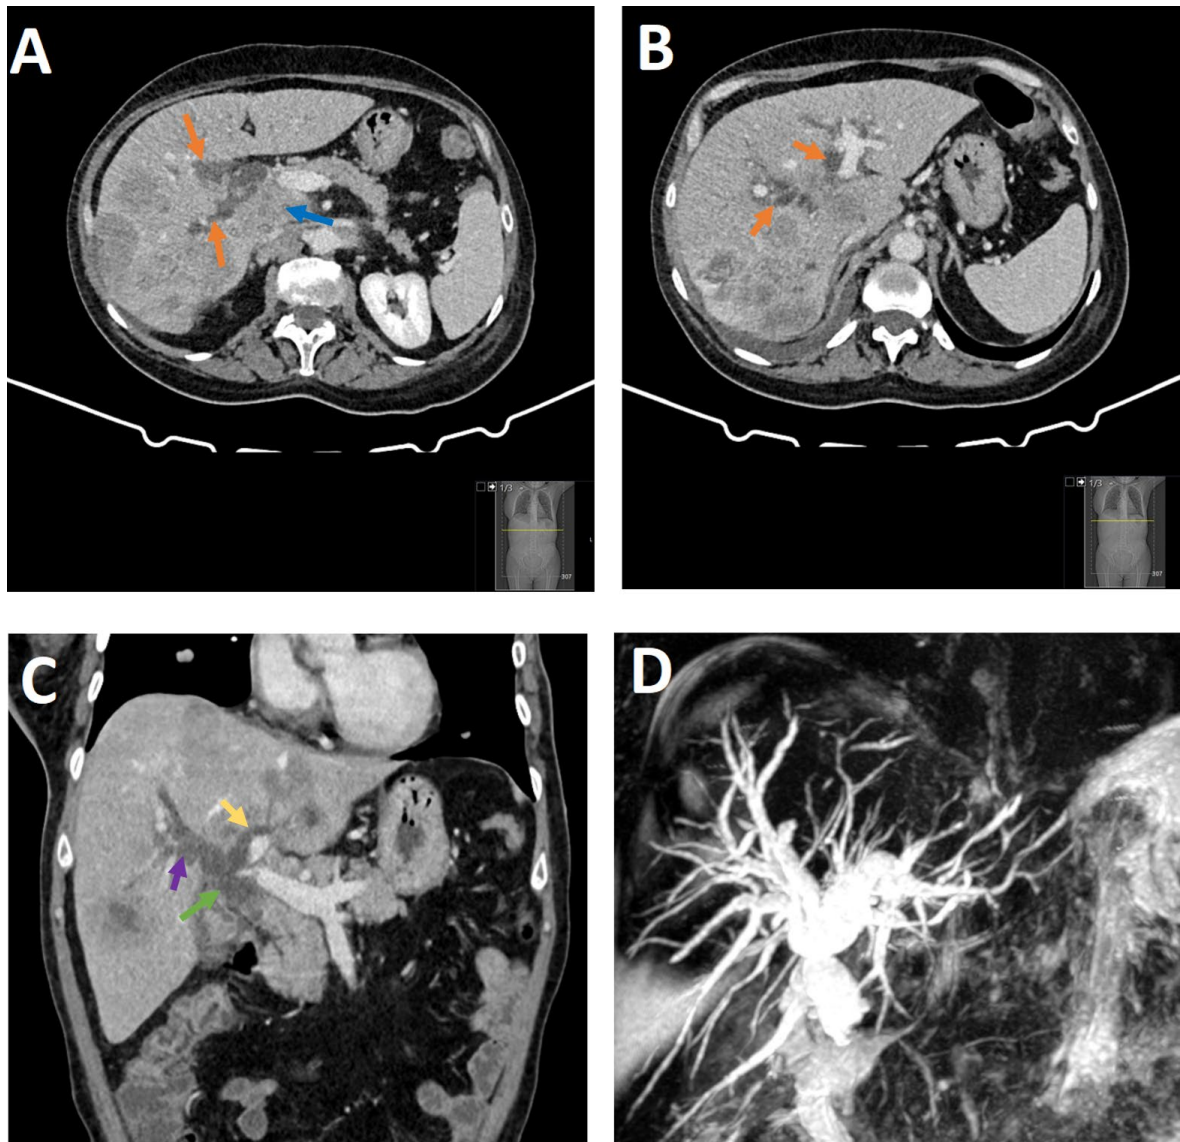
Caso 5 CPT – A) e B) TC efetuada com a administração de contraste iodado EV, adquirido durante a fase portal, em plano axial. Múltiplas lesões sólidas e hipocaptantes, dispersas pelo parênquima hepático, de contornos mal-definidos, sugestivas de traduzir metástases hepáticas. Observa-se dilatação das vias biliares intra-hepáticas (setas laranja). Conglomerado adenopático interportocava que condiciona obstrução da árvore biliar (seta azul); C) TC com contraste, adquirida durante a fase portal, no plano coronal, mostra múltiplas lesões hipodensas hepáticas, coexistindo dilatação das vias biliares intra-hepáticas à direita (seta roxa) e à esquerda (seta amarela) bem como da via biliar principal (seta verde); D) CPRM que demonstra marcada dilatação das vias biliares até ao segmento intra-pancreático da via biliar principal, onde existe compressão extrínseca.
